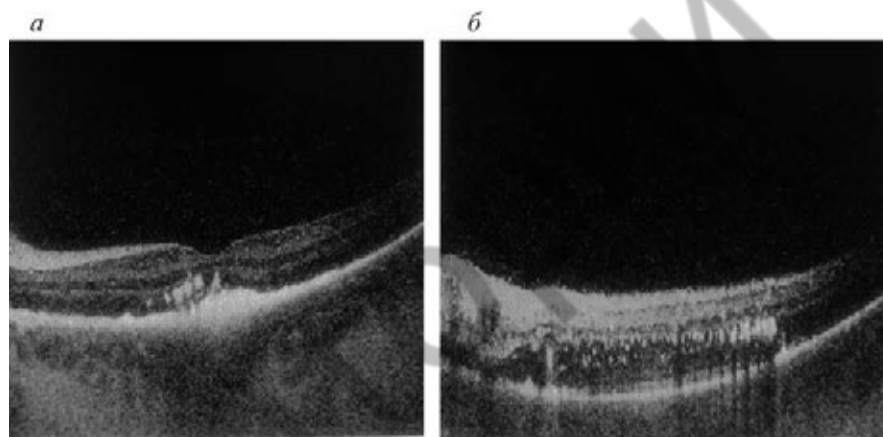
Оптическая когерентная томография макулярной области с экссудативными изменениями: *а* — стадия заболевания 2 А; *б* — стадия заболевания 2 В
